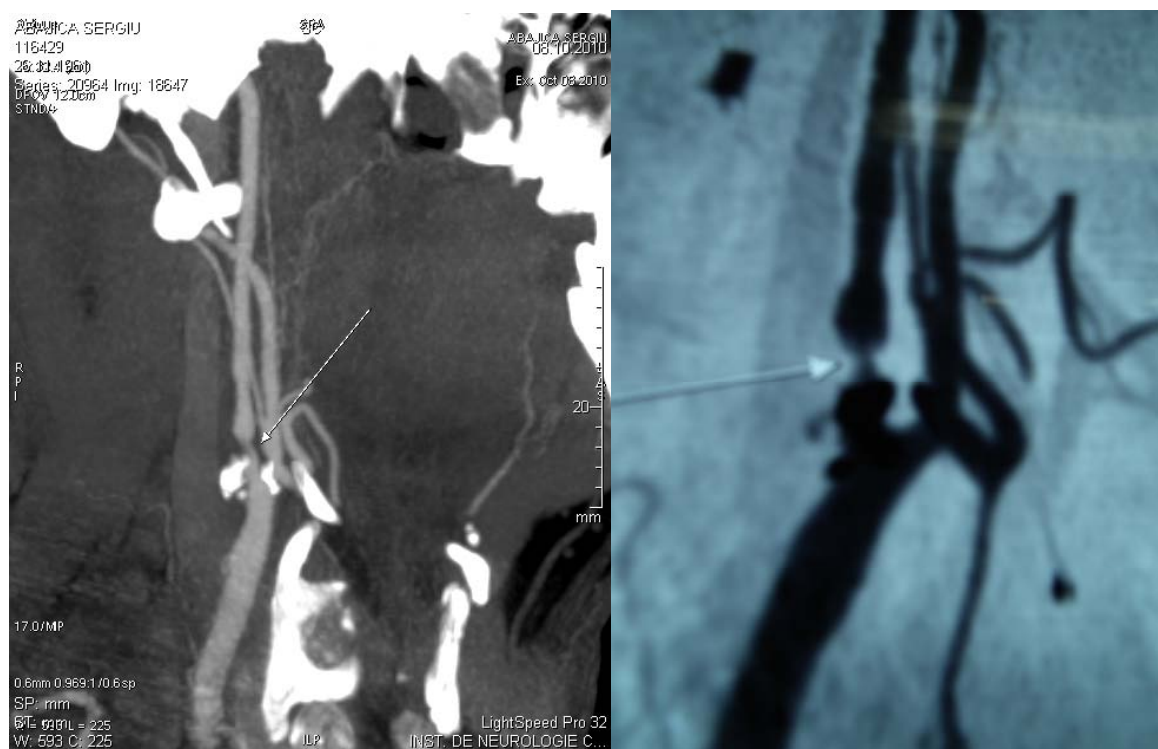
CT angio preoperator
